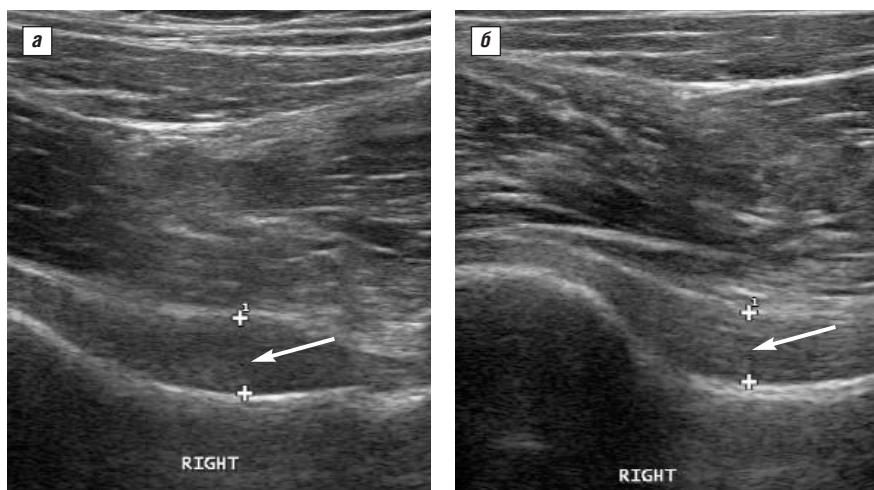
Больной П. УЗИ правого ТБС. а – исходно, б – через год; стрелкой отмечено шеечно-капсулярное пространство
